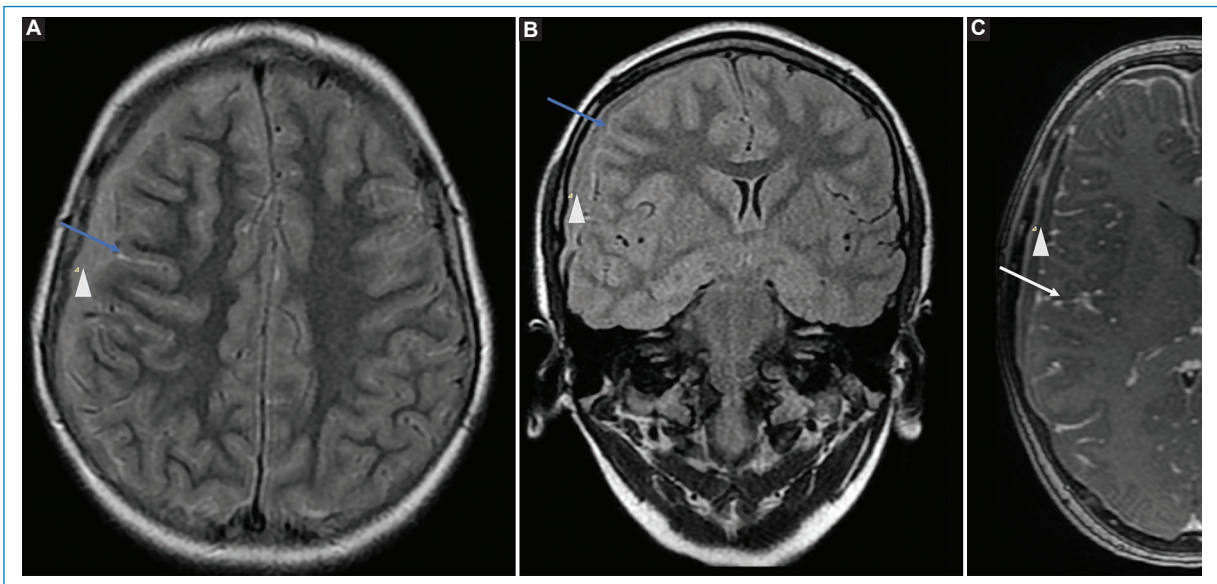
Paciente de sexo masculino de 25 años con fiebre y compromiso de consciencia. Secuencia FLAIR. A y B: se observan hiperintensidad del espacio subaracnoideo (flecha) y una colección subdural derecha (empiema, punta de flecha) en el contexto de una meningitis piógena. C: en secuencia potenciada en T1 con gadolinio se aprecia el realce nodular del espacio subaracnoideo (flecha).
